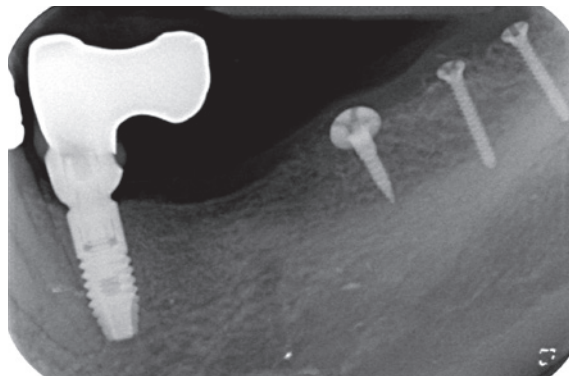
Kontroll-Röntgenaufnahme nach sechs Monaten.
